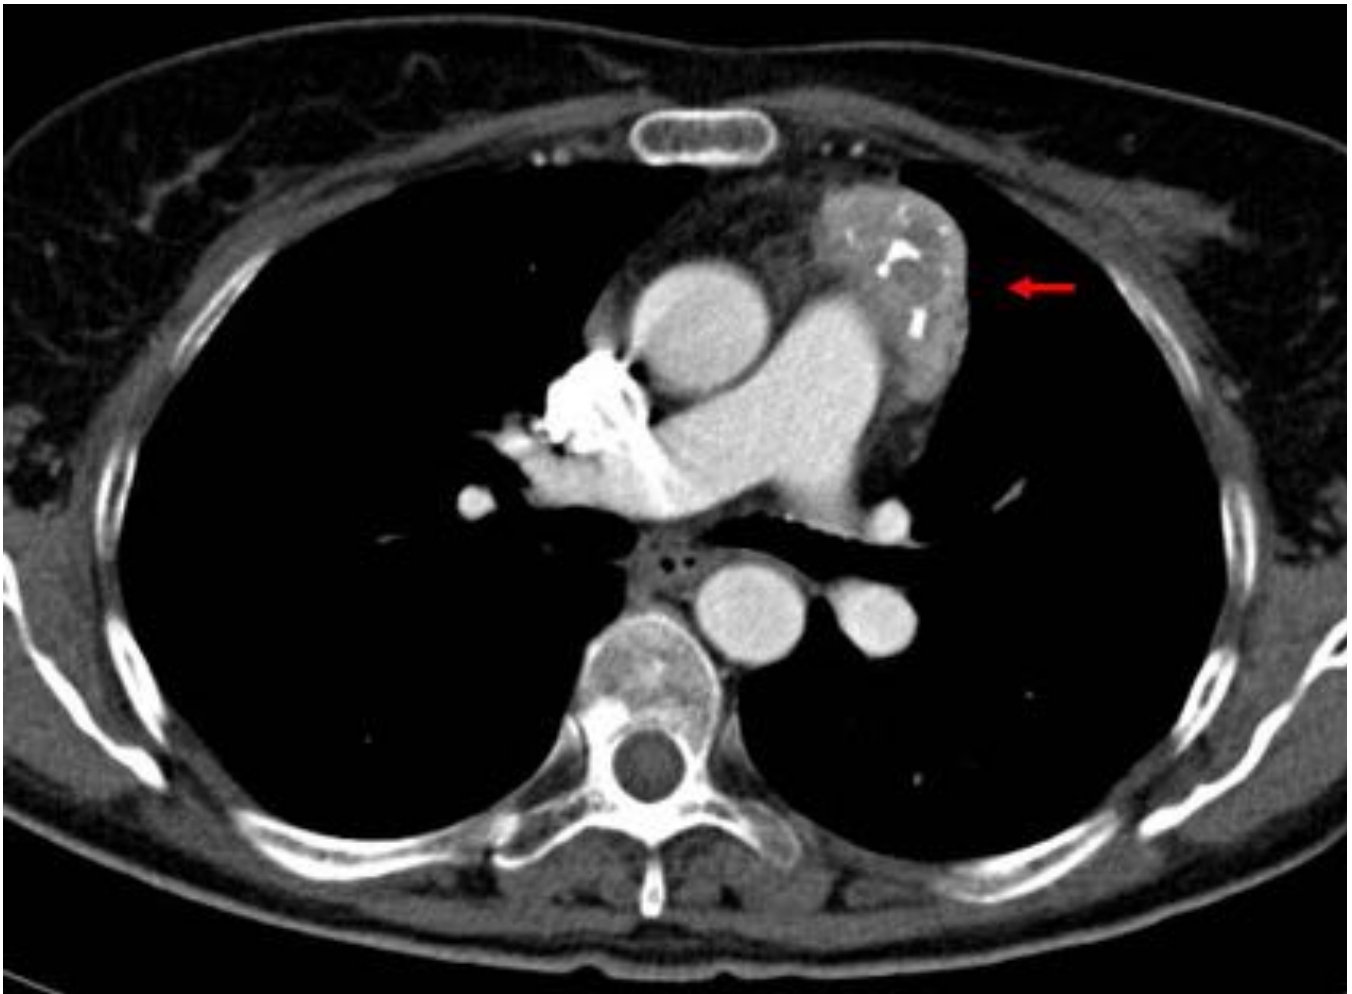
Mujer de 53 años. Corte axial de TC de tórax: en mediastino anterosuperior se observa una masa, de contornos bien definidos (flecha) con densidad discretamente heterogénea y calcificaciones groseras en su interior. Dada la edad de la paciente y los hallazgos radiológicos son sugestivos de tímoma.
